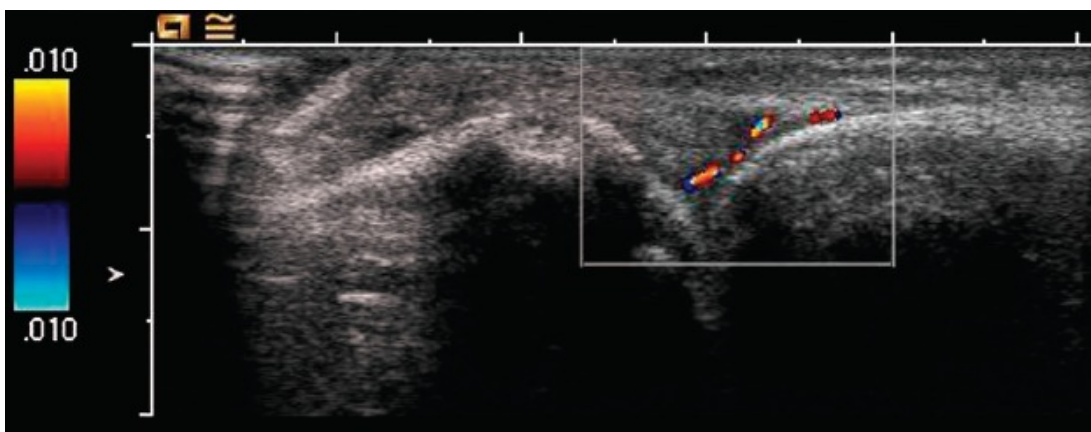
Immagine ecografia della II MCF (scansione dorsale longitudinale). L'immagine ipocogena a livello dello spazio articolare è correlata con la presenza di versamento e proliferazione sinoviale. La positività al PD indica la presenza di sinovite attiva ipervascolarizzata.
